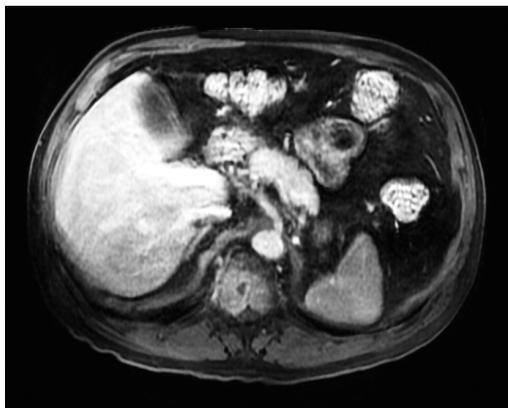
Imagen de resonancia magnética. Compresión del cordón medular en D10. Vista axial.
